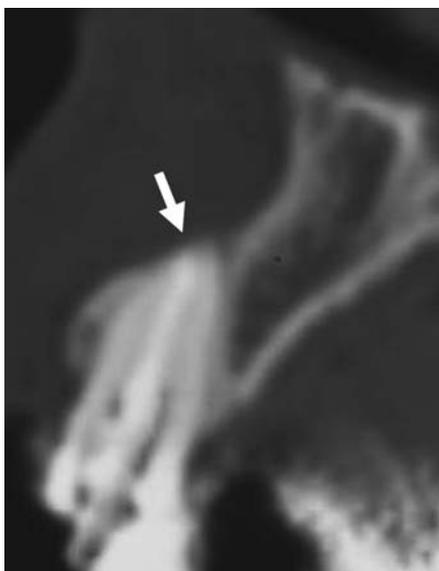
X線CT画像（矢状断面（矢印は根尖の突出を示す））。
